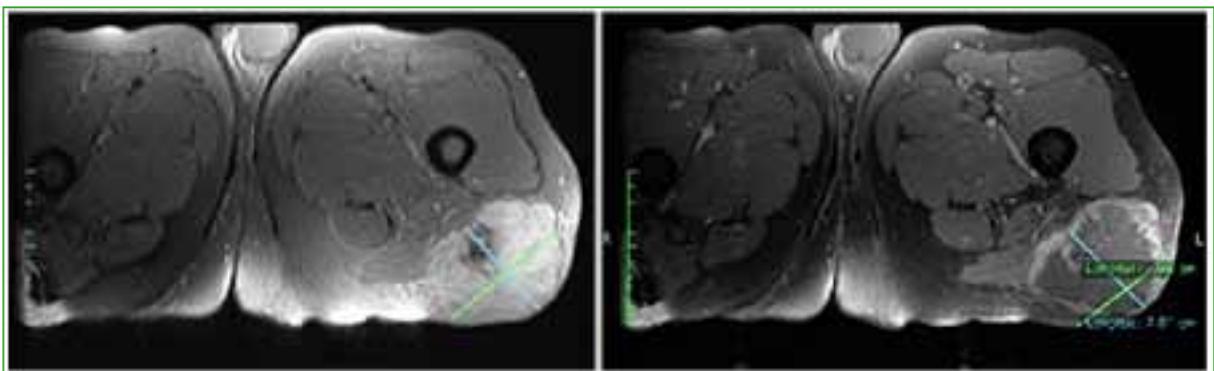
Resonancia magnética de muslo, antes del tratamiento. En los cortes axiales en secuencias T1 y T2, se visualiza una masa en la cara posterolateral del muslo izquierdo con una imagen quística en su interior.
